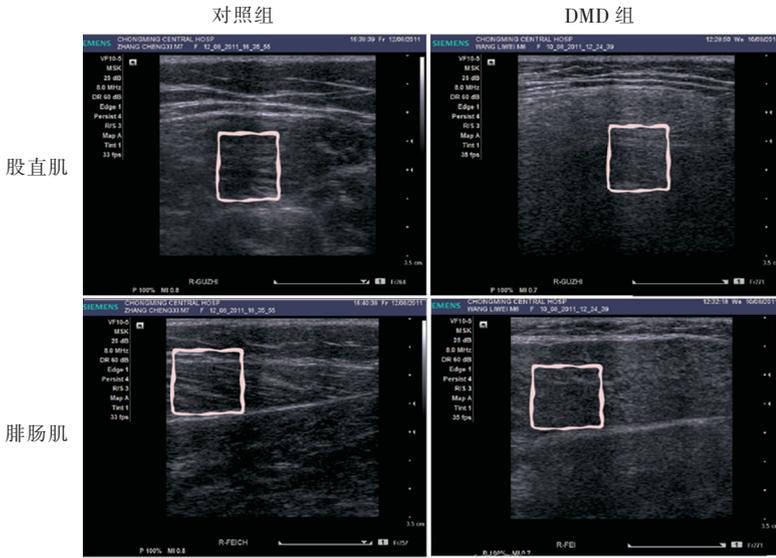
两组股直肌及腓肠肌高频超声图像 对照组股直肌超声声像图方框内示高回声线状肌束膜与低回声肌束相间排列;与对照组肌束回声相比,DMD组方框内呈弥漫性均匀分布的增高回声。对照组腓肠肌超声声像图方框内示长轴方向上高回声线状肌束膜与低回声肌束均匀相间、排列有序;DMD组腓肠肌超声声像图显示高低相间的肌纤维回声消失,与对照组肌束回声相比,方框内呈增高回声且分布均匀。
